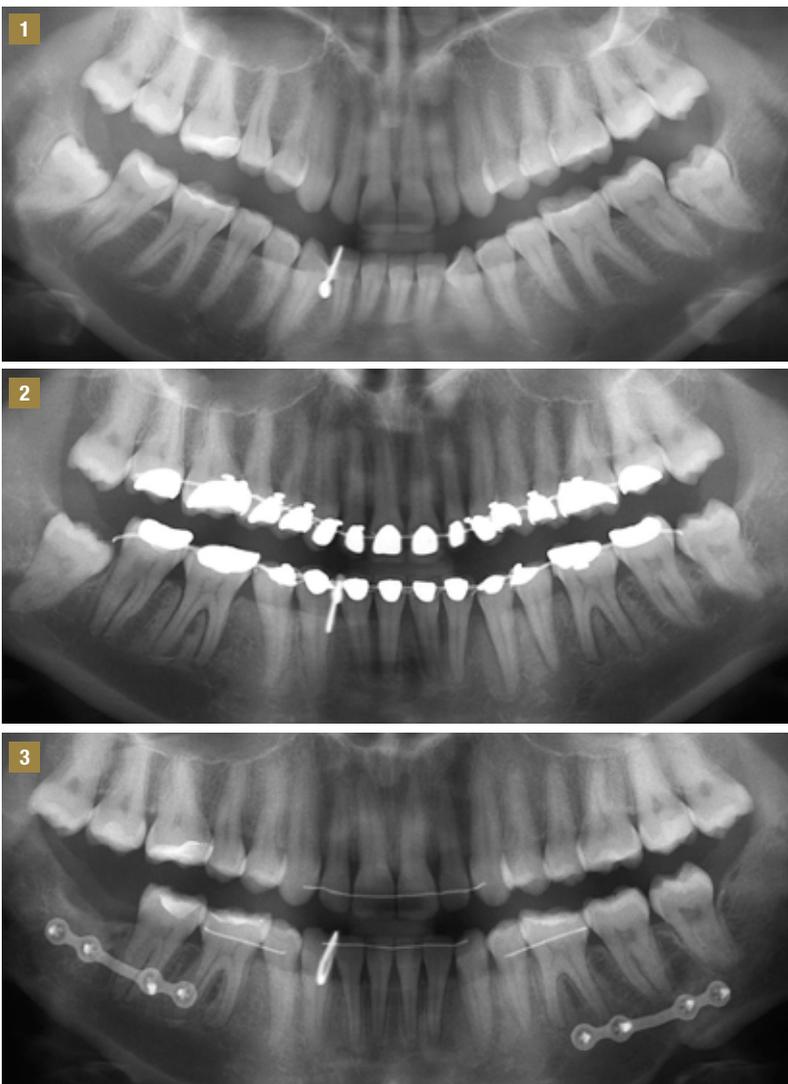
Ortopantomografía: (1) Antes del tratamiento, (2) antes de la cirugía y (3) después del tratamiento.
